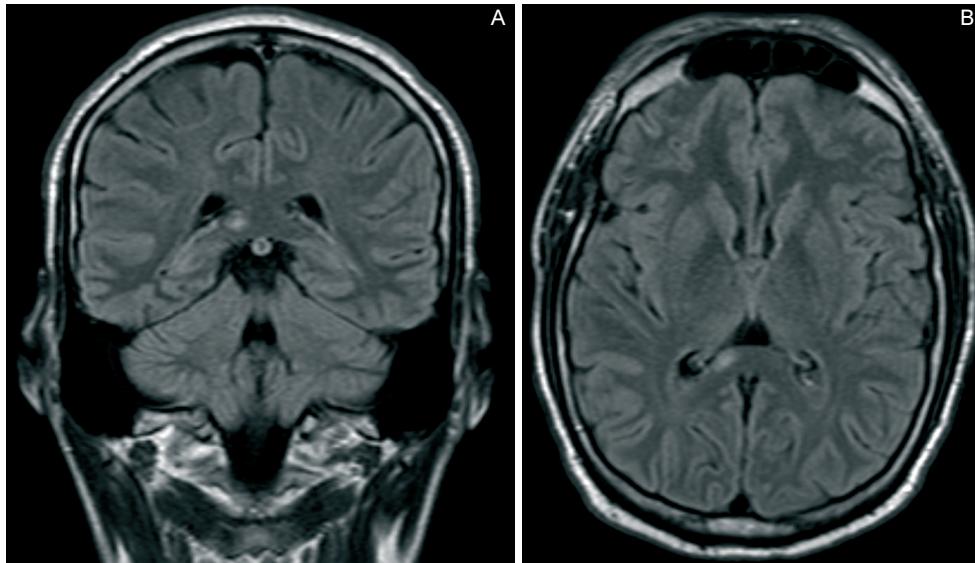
RM encefalica che mostra la comparsa di una nuova lesione nella branca destra dello splenio del corpo caloso.
